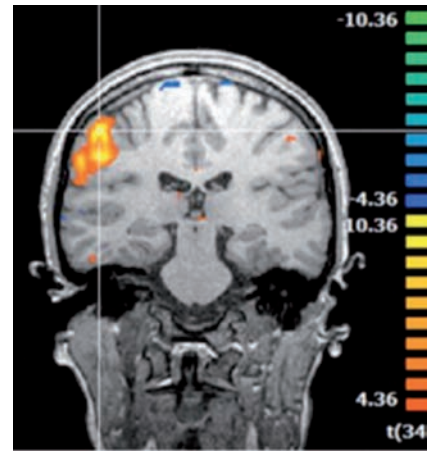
Image d'IRM fonctionnelle montrant une activité cérébrale liée à la réalisation d'une tâche motrice
